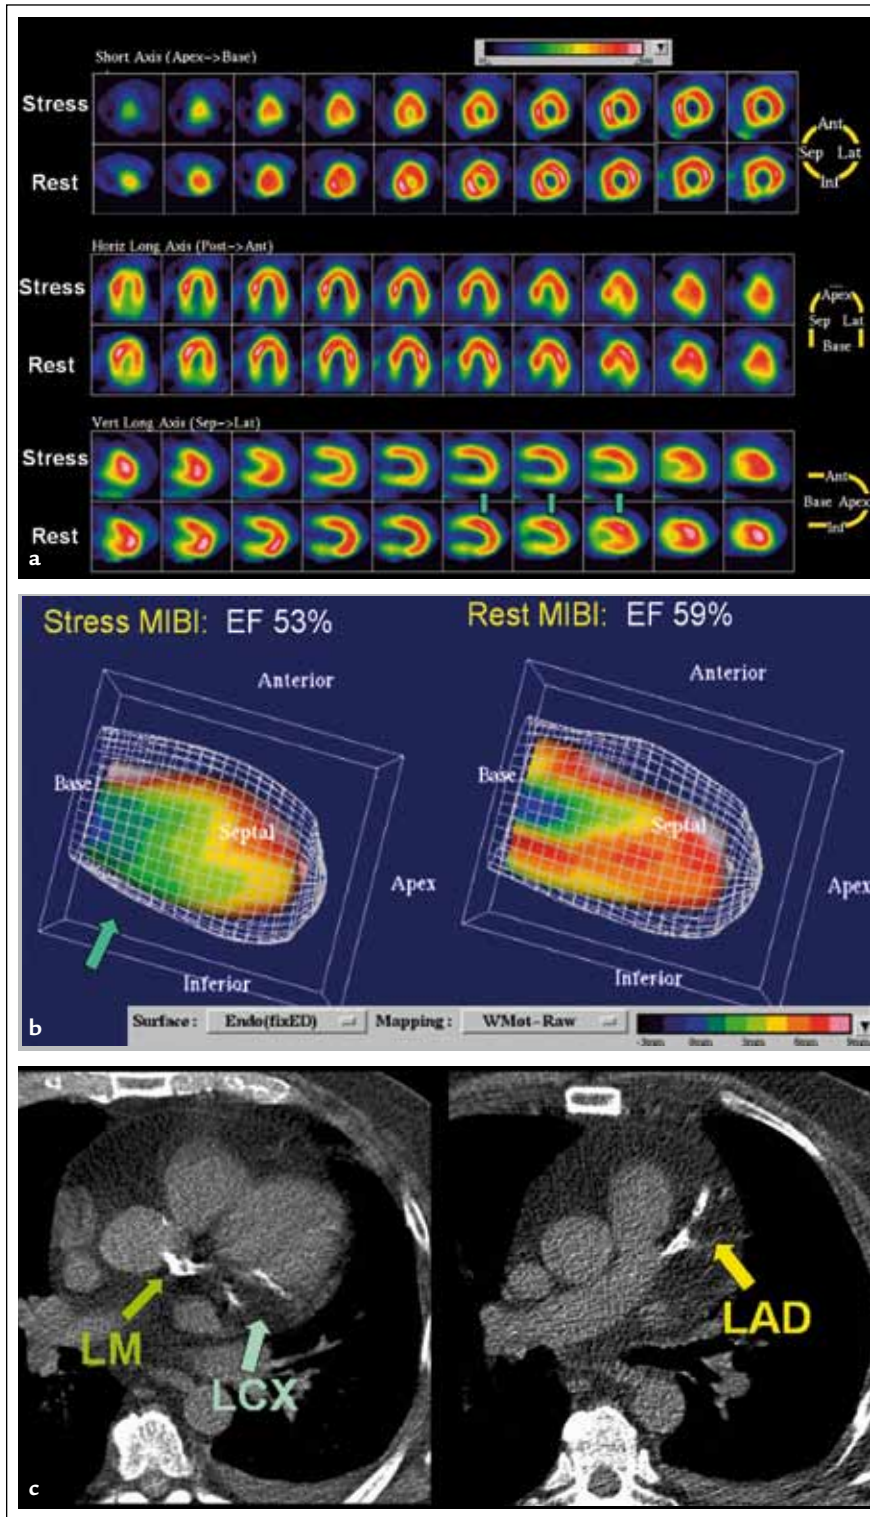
52letý diabetický pacient byl odeslán na zátěžový SPECT myokardu pro dušnost při námaze.
